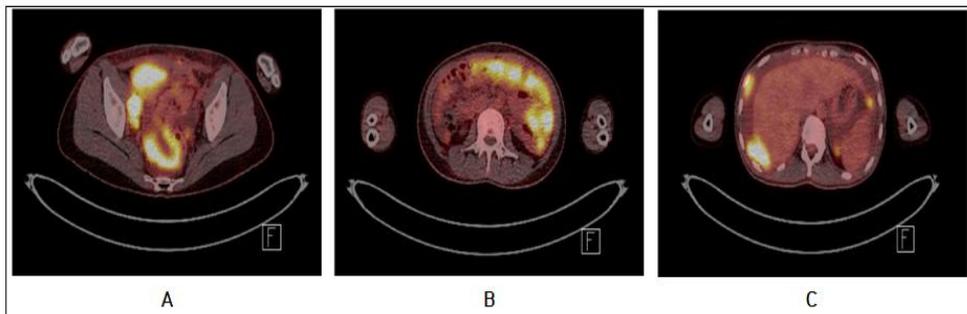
F-18 FDG (fluorodeoxyglucose) uptake images PET (positron emission tomography) of 2017.12.14.
